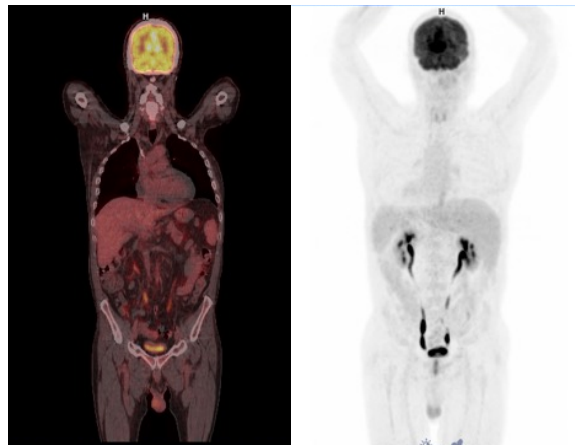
Respuesta completa tras TAPH. Tomografía por emisión de positrones (PET) 2022.
